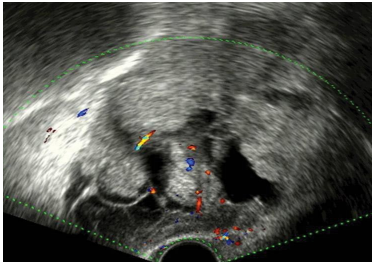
Ecografía transvaginal que muestra una masa anexial de marcado patrón heterogéneo con componente sólido y quístico. El estudio Doppler color muestra vascularización central y periférica. El diagnóstico histológico confirmó la malignidad de la tumoración.
